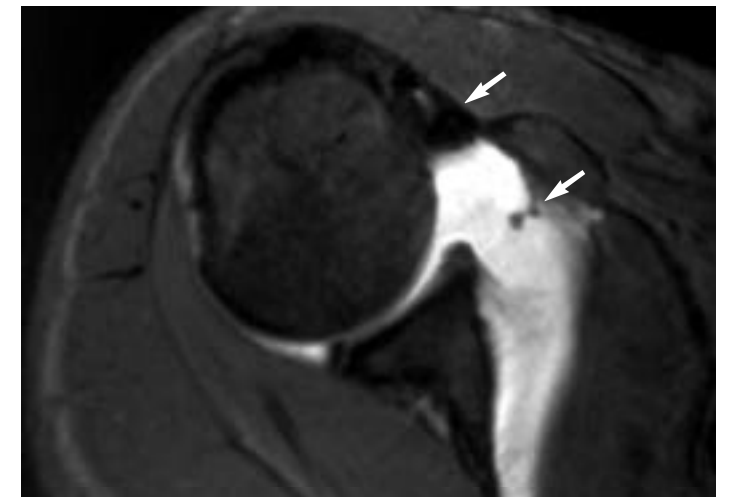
Imagen axial de artrografía-RM con gadolinio en la que se observan burbujas aéreas (flechas) que pueden simular cuerpos libres intraarticulares.
